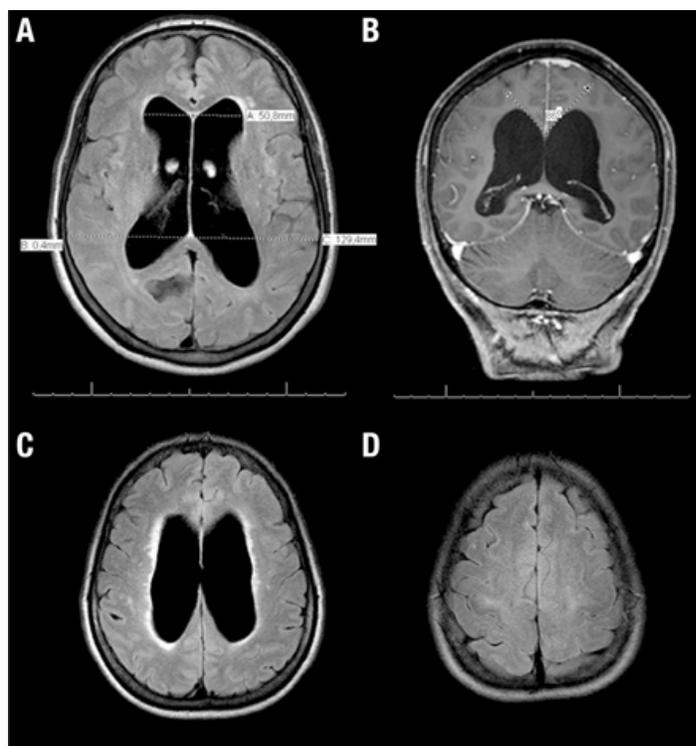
Resonancias magnéticas en pacientes con HNT.
